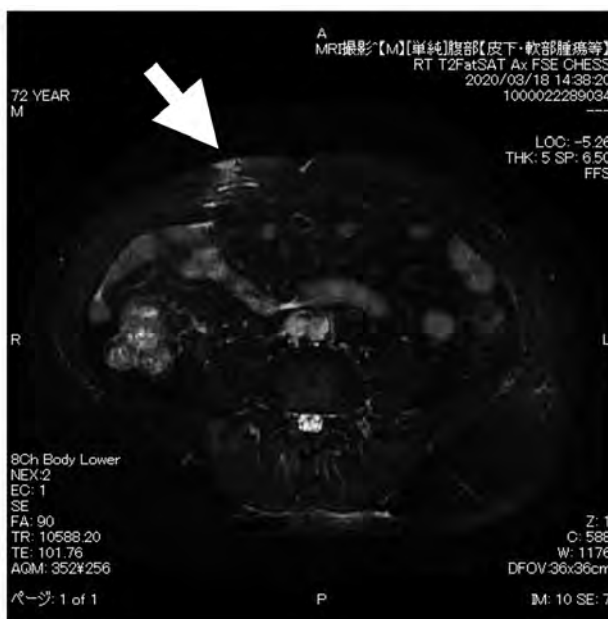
術前画像診断 MRI T2脂肪抑制 横断断像
